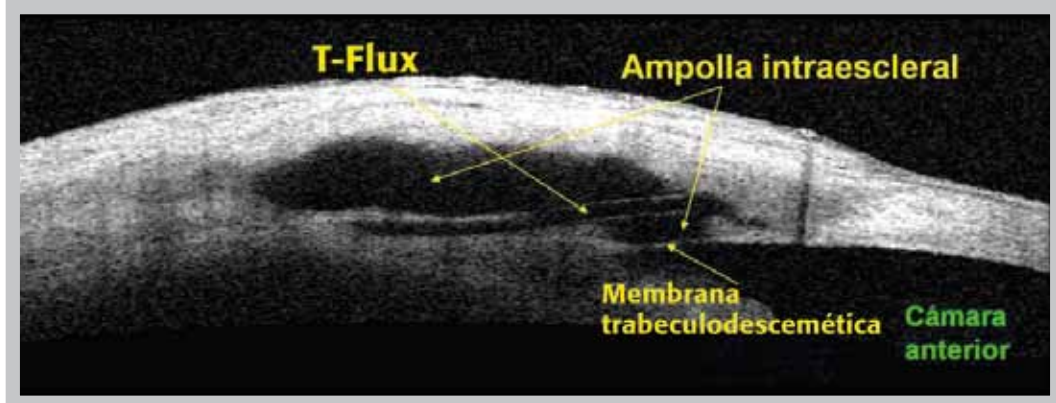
Tomografía óptica de coherencia de segmento anterior que muestra la existencia de la membrana trabeculodescemética separando la cámara anterior del lago intraescleral, el implante T-Flux con su porción supra e intraescleral, y la ampolla intraescleral
